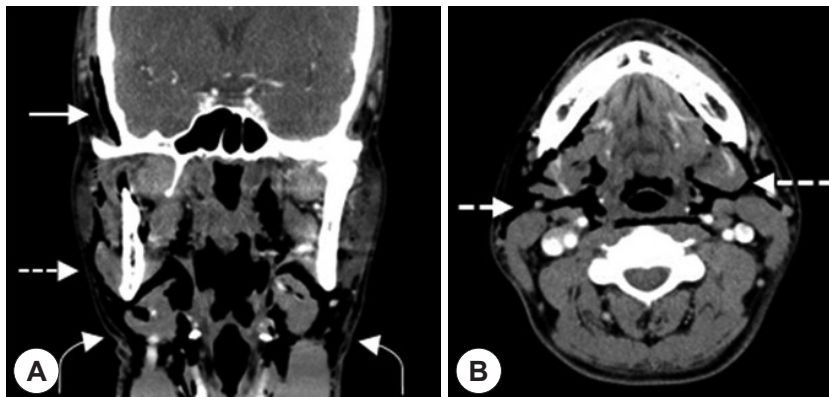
Coronal (A) and axial (B) neck computed tomography images acquired on postoperative day 4 demonstrating subcutaneous emphysema. Soft-tissue emphysema is noted in the right temporal (straight arrow) and masticator (dotted arrow) areas and bilateral neck (curved arrow).
